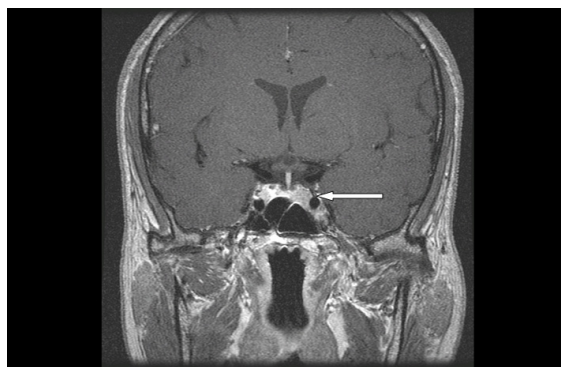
Sellar MRI shows 9 × 6 mm sized microadenoma in left portion of pituitary gland.
